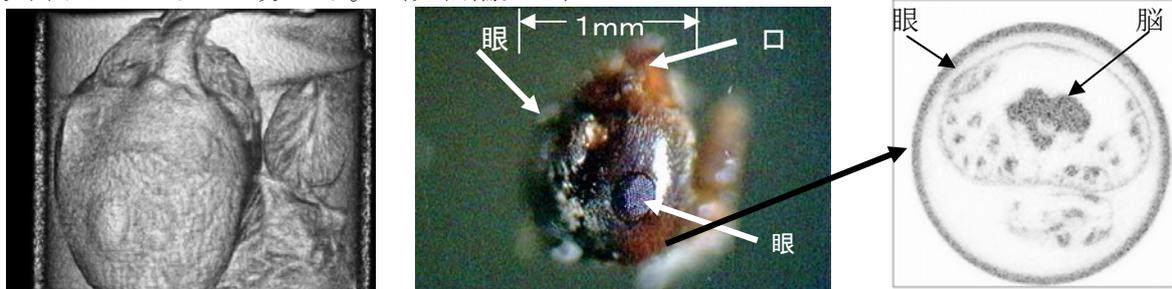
山蟻の頭部のマイクロCT画像：3次元立体画像（左）、写真（中央）、断層画像（右）
